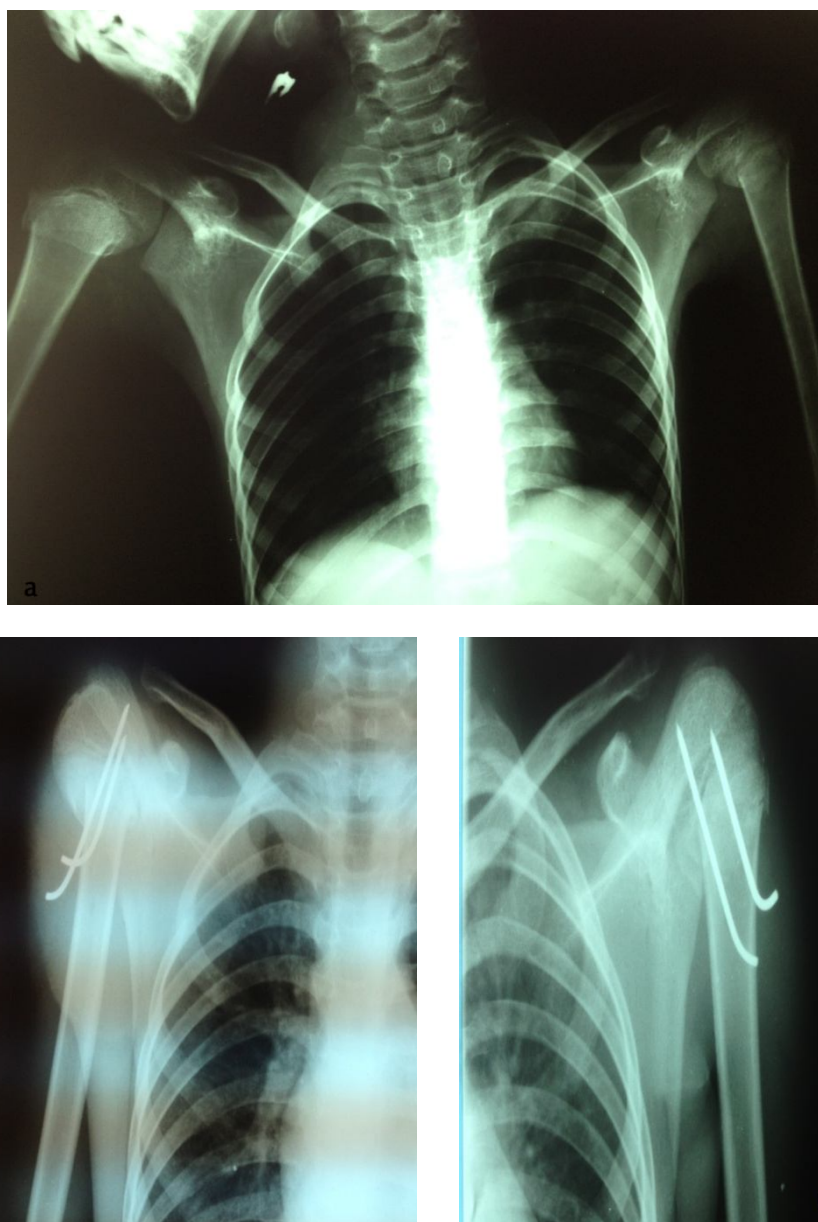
Rx de face des deux épaules montrant une FESH type DE stade II de SH humérale bilatérale [observation N°8] : a-radiographie initiale
